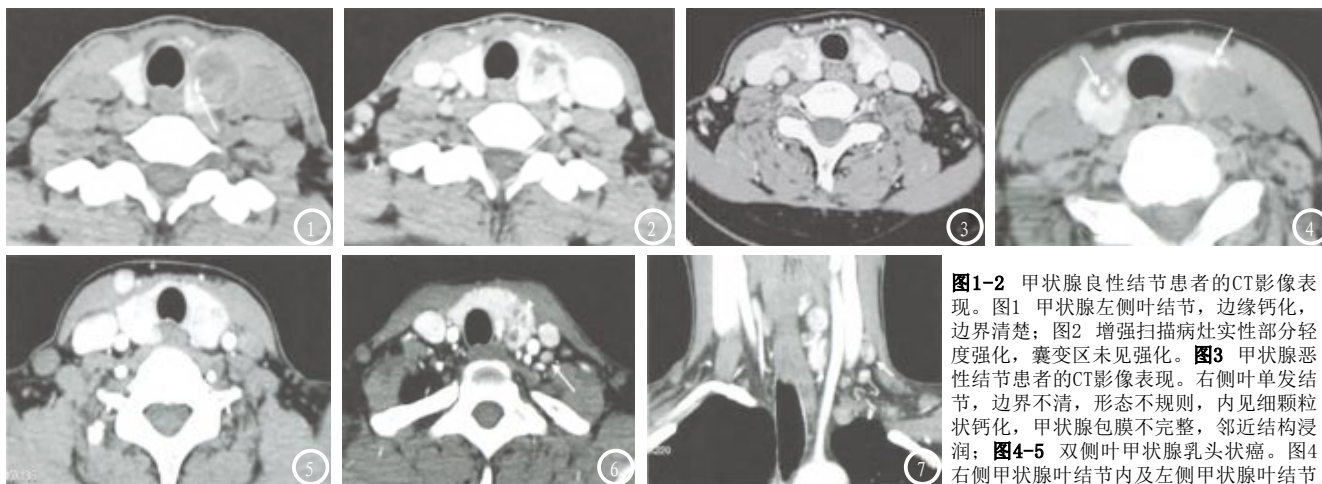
甲状腺良性结节患者的CT影像表现。图1 甲状腺左侧叶结节，边缘钙化，边界清楚；图2 增强扫描病灶实性部分轻度强化，囊变区未见强化。图3 甲状腺恶性结节患者的CT影像表现。右侧叶单发结节，边界不清，形态不规则，内见细颗粒状钙化，甲状腺包膜不完整，邻近结构浸润；图4-5 双侧叶甲状腺乳头状癌。图4 右侧甲状腺叶结节内及左侧甲状腺叶结节边缘见点状钙化；图5 增强病灶轻度不均匀强化，边界不清。图6-7 左侧叶甲状腺乳头状癌伴左颈部淋巴结转移。图6 甲状腺左侧叶不规则结节，增强动脉期密度不均匀，内见灶状坏死；图7 冠状位显示左侧血管间隙内多发淋巴结。
